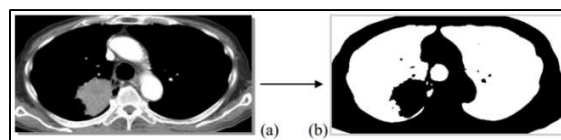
Proses Konversi Citra CT Scan dengan RadiAnt DICOM Viewer
